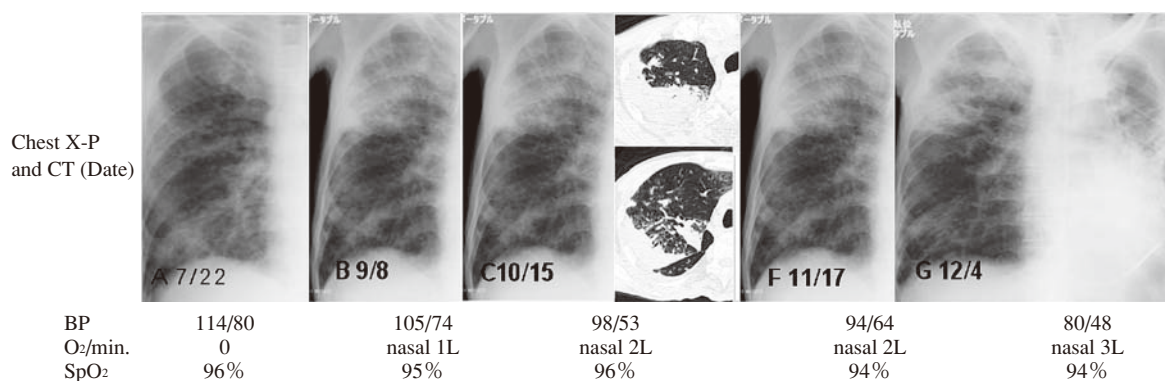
A chest radiograph showed no improvement in the left lung, while newly infiltrative shadow appeared in the right upper lung field (mid-July) and gradually worsened.
